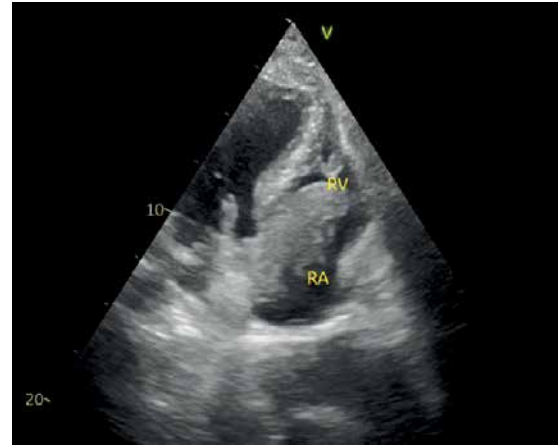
Эхокардиография. Тромб в полости правого предсердия
